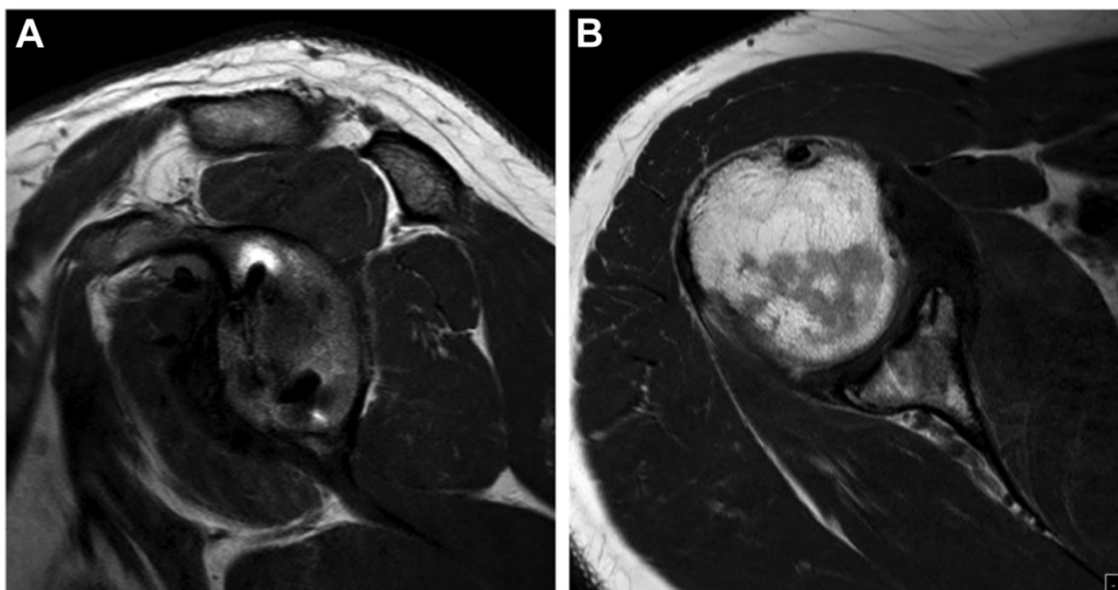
Parasagittale (A) und axiale (B) MRT-Bildgebung einer in medialen Fehlstellung konsolidierten ossären Bankart-Läsion [86]. © 2015 Arthroscopy Association of North America
